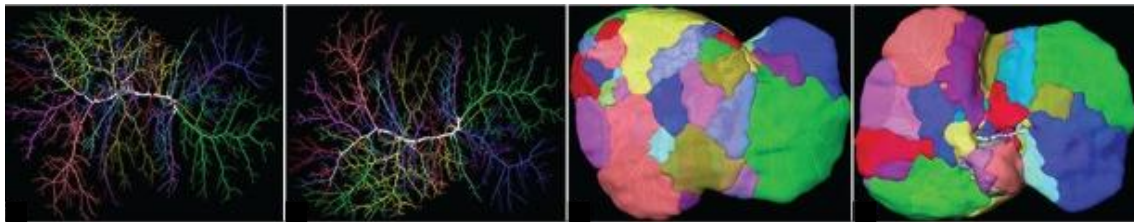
Anatomía vascular del hígado A) Ilustración original de la segmentación hepática de Couinaud. B) Vena porta y sus ramas en un hígado humano. Las primeras dos imágenes (cara anterior y posterior) son una reconstrucción de imagen en tomografía de la vena porta y sus ramas secundarias y terciarias. Las últimas dos imágenes representan los territorios irrigados por ramas de la vena porta de segundo y tercer orden. (Adaptado de Couinaud (7) y Fasel (9)).
